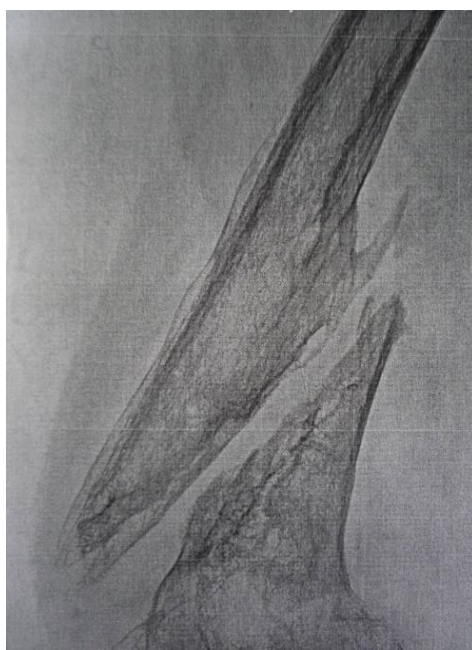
Рентгенограмма пациента К., 67 лет (и/б №730 от 2017 г.) спустя два года после травмы. Олиготрофическое несращение правого бедра в условиях консервативного лечения в гипсовой повязке
